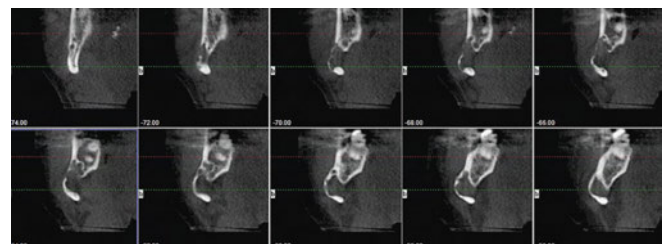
Digitale Volumentomografie (Dentascan): mehrkammeriger Knochenhohlraum im Bereich des rechten Kieferwinkels, lingual offen, Kortikalis vestibulär expandiert
